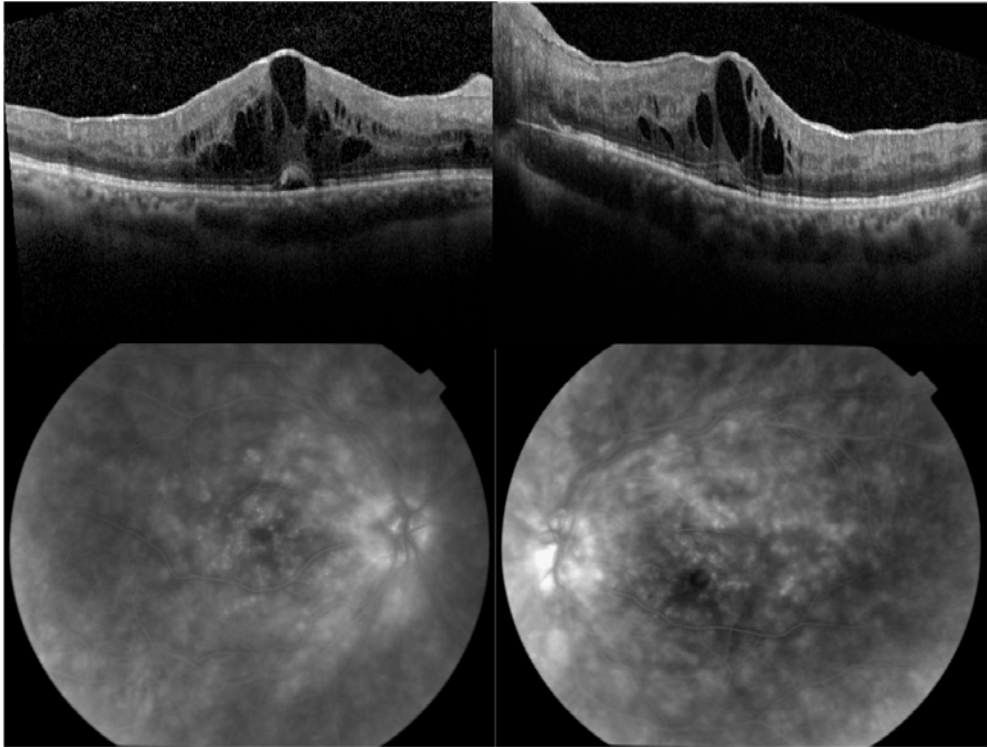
Imágenes de Tomografía de Coherencia Óptica de la mácula y Angiografía con fluoresceína en las que se puede observar edema macular quístico importante en ambos ojos.
